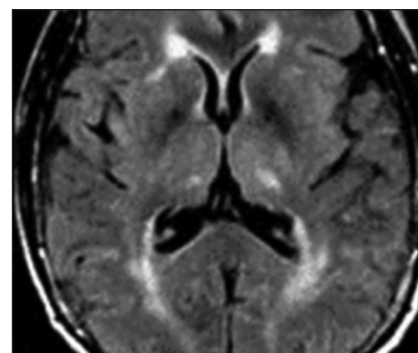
Поражение больших полушарий головного мозга и таламусов при ЗСОНМ. МРТ в режиме T2-FLAIR
